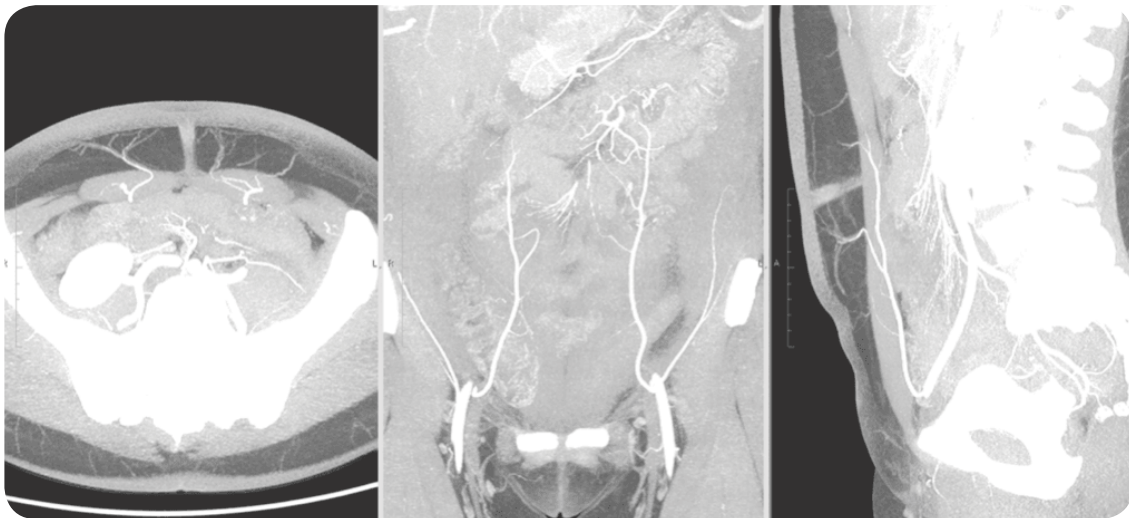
КТ-ангіографія з візуалізацією глибокої нижньої епігастральної артерії до меж параумбілікальної зони, де вона починає створювати анастомози з верхньою епігастральною артерією
